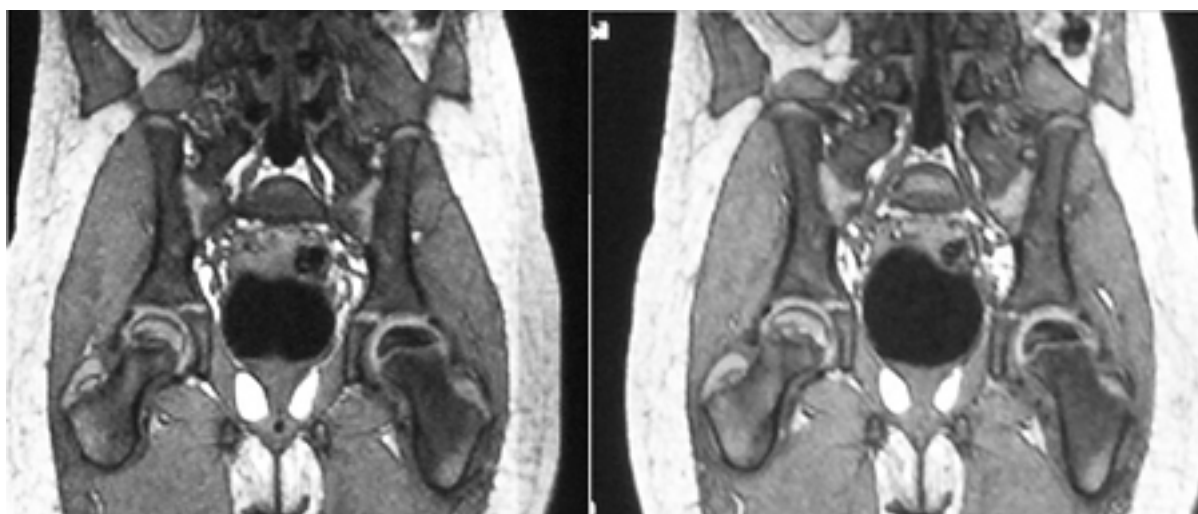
Ressonâncias nucleares magnéticas (RNMs) do mesmo paciente realizadas com 8 anos de diferença mostrando a doença de Perthes da epífise femoral esquerda e aumento proporcional na espessura da cartilagem em comparação com o lado direito. Exame posterior (lado direito) começando a mostrar captação
